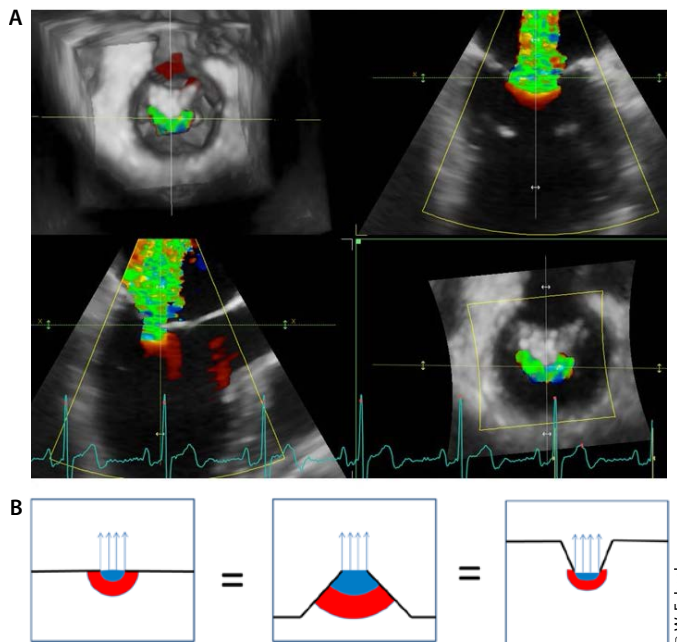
A Dreidimensionale Darstellung der Vena contracta in der Ausrichtung wie in den vorausgegangenen Abbildungen. Die Schnittführung erfolgt jeweils durch die Vena contracta in orthogonalen Ebenen. *Links unten* lange Achse, *rechts oben* kommissuraler 2-Kammer-Blick, orthogonaler Anschnitt der Regurgitationsfläche in dem Bild *rechts unten*, dreidimensionale Aufsichtsperspektive *links oben*. Es wird deutlich, dass in den beiden zweidimensionalen Schnittbildern die Vena contracta aufgrund ihrer gebogenen länglichen Form unterschiedlich weit dargestellt wird, ideal für eine Quantifizierung wäre eigentlich eine Planimetrie der dreidimensional rekonstruierten Vena contracta (*rechts unten*), was jedoch nicht bei jedem Patienten sinnvoll und erforderlich ist und auch in der Bildauflösung häufig nicht optimal erreicht werden kann. B Abhängigkeit der Größe der PISA-Zone (blau) von der Konfiguration der Einflussregion. *Links*: flache Einflussregion, *mitte*: Zufluss auf eine angehobene Regurgitationsöffnung, *rechts*: Einfluss in eine Vertiefung. Die blauen Regionen entsprechen der Flussakzeleration und sind jeweils unterschiedlich groß bei zu unterstellenden gleichgroßen Regurgitationsvolumina. Diese geometrischen Besonderheiten sollten bei jeder Form der dopplerechokardiografischen Mitralklappen Insuffizienz-Quantifizierung berücksichtigt werden.
